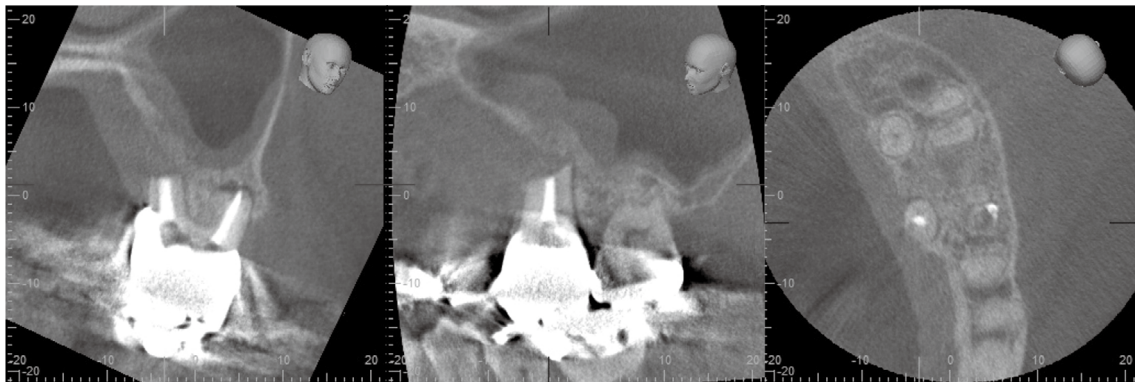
Cone-beam computed tomography (CBCT) images at 6-month follow-up
